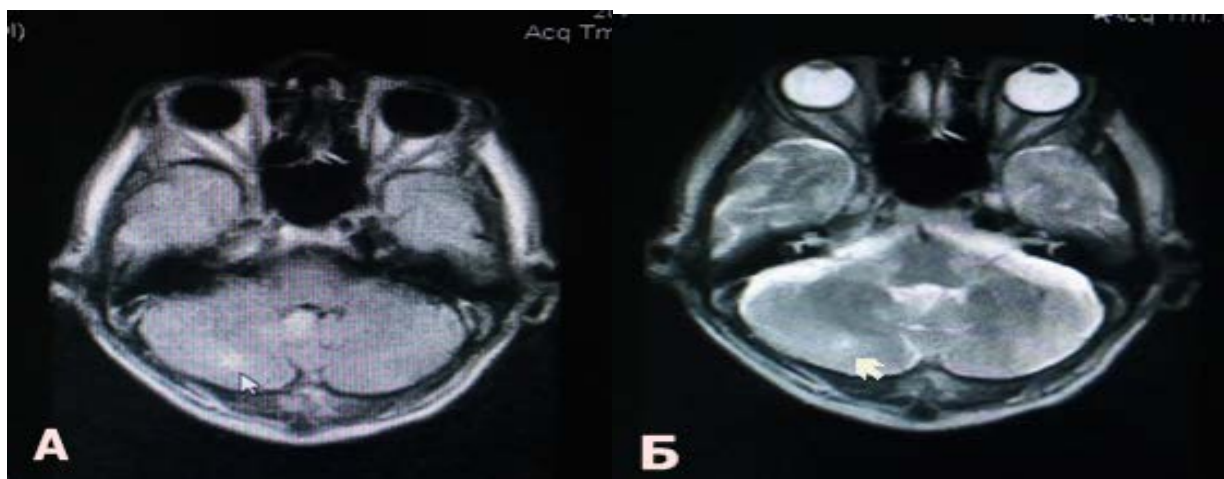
МРТ в режиме FLAIR ВИ (А) и в режиме T2 ВИ (Б) в аксиальной плоскости. Больной Ж, 68 лет. Очаг ишемии в правом полушарии мозжечка (<20mm).
